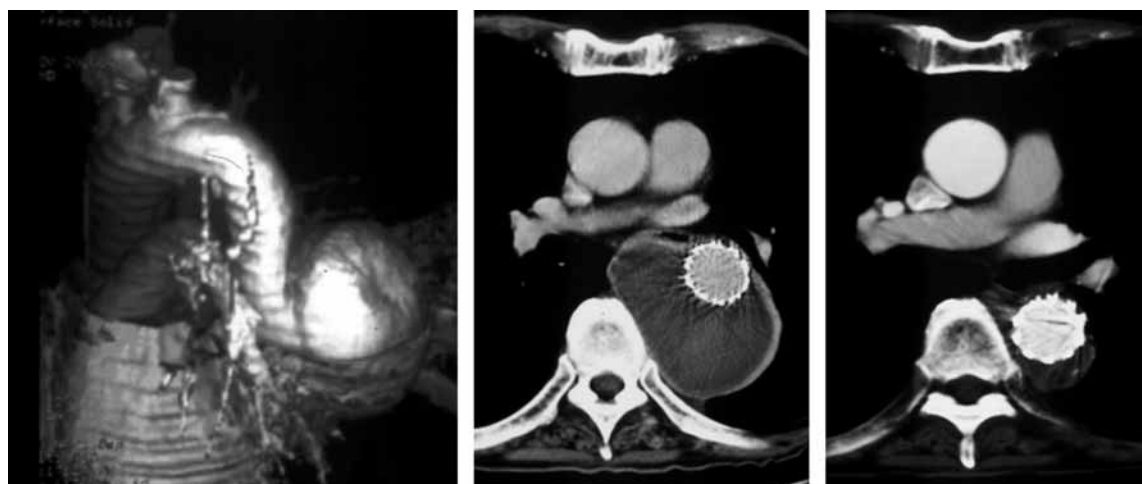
CT scan: transluminal endovascular grafting (TEG) for descending aortic aneurysm (Saccular type).
